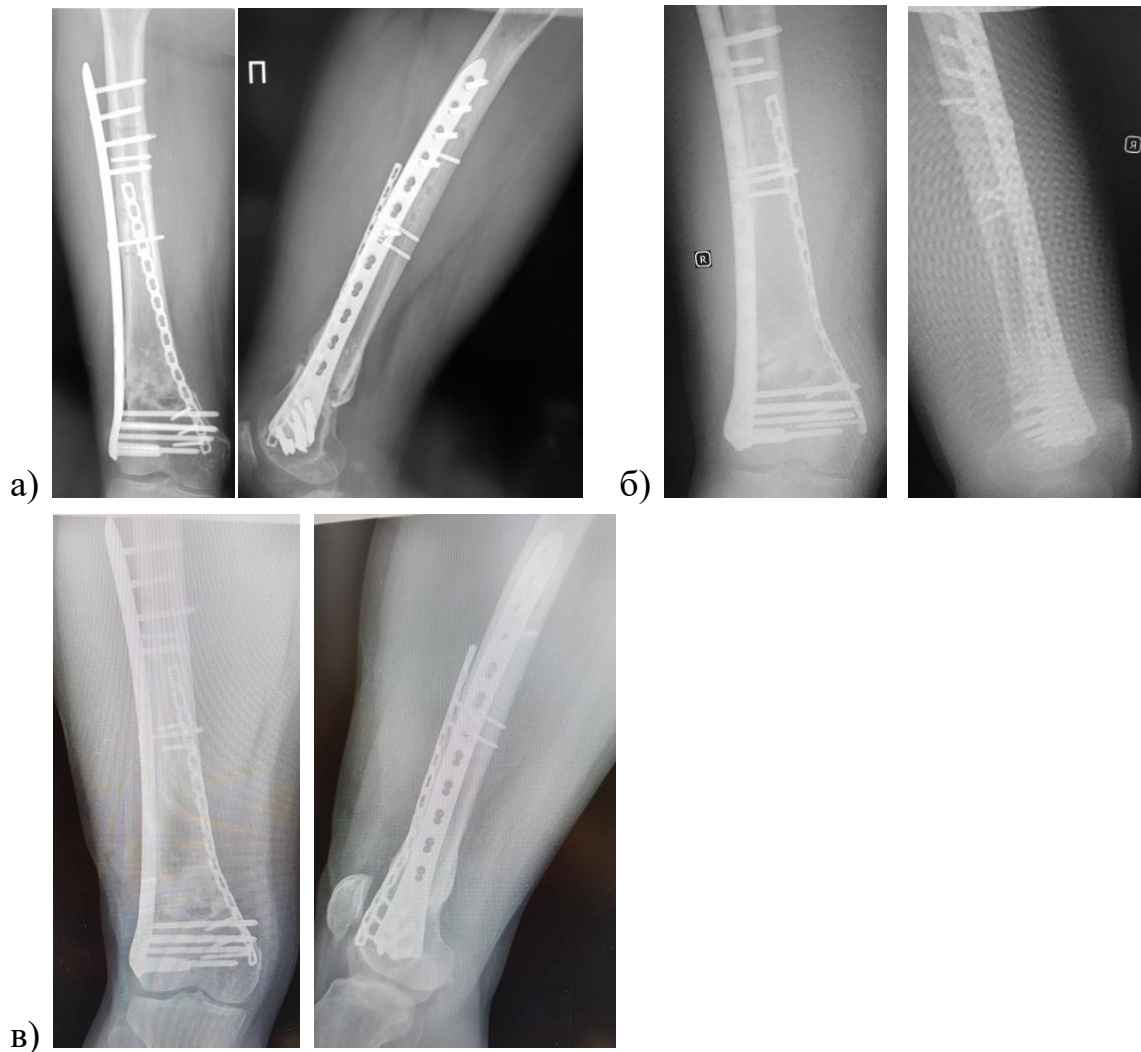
Рентгенограммы пациента К., 23 лет, в прямой и боковой проекциях: а) на следующий день после выполнения операции малоинвазивного реостеосинтеза двумя пластинами; б) через 6 месяцев; в) через 12 месяцев.
